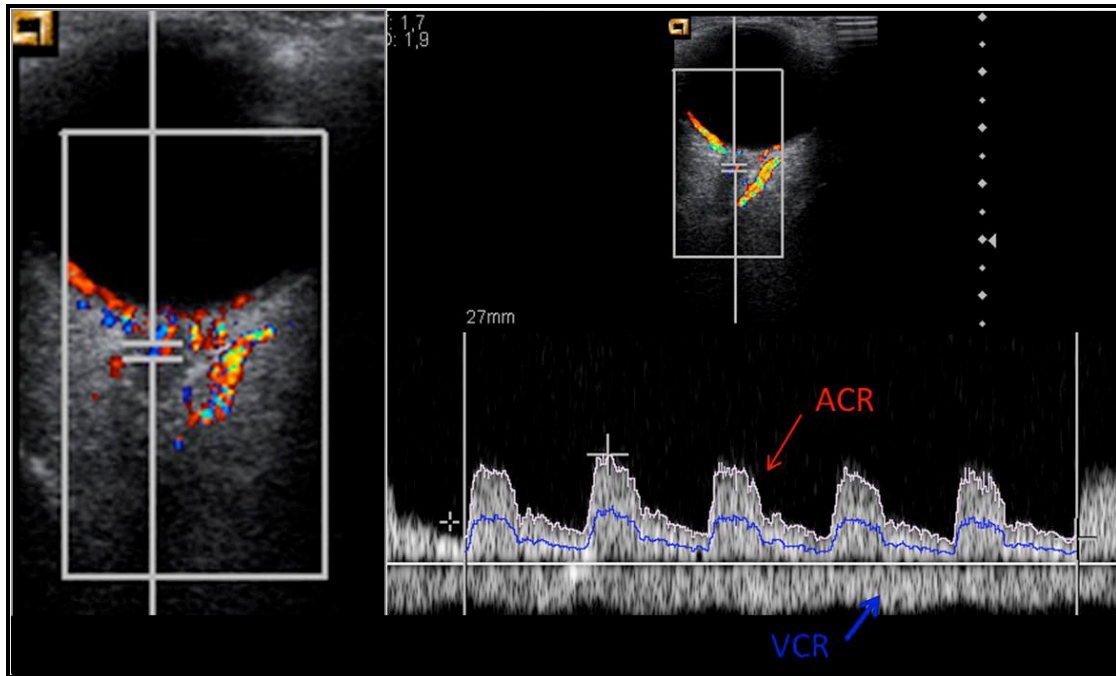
Registro espectral de los vasos centrales de la retina: En la parte izquierda de la figura se aprecia una imagen de Doppler color del globo ocular y la órbita de un paciente del estudio. Dicha imagen está centrada en el nervio óptico (NO), identificando en el espesor del mismo dos estructuras vasculares paralelas con flujo opuesto, la arteria central de la retina (ACR) en rojo, y la vena central de la retina (VCR) en azul. Se puede visualizar el volumen muestral sin corrección del ángulo colocado sobre las mismas. En la parte derecha de la figura se aprecia la representación del espectro velocimétrico de ambas: la ACR, por encima de la línea de base, con una onda de baja resistencia con un pico sistólico redondeado y un flujo continuo durante la diástole; la VCR, por debajo de la línea de base, con un flujo bajo y continuo.
